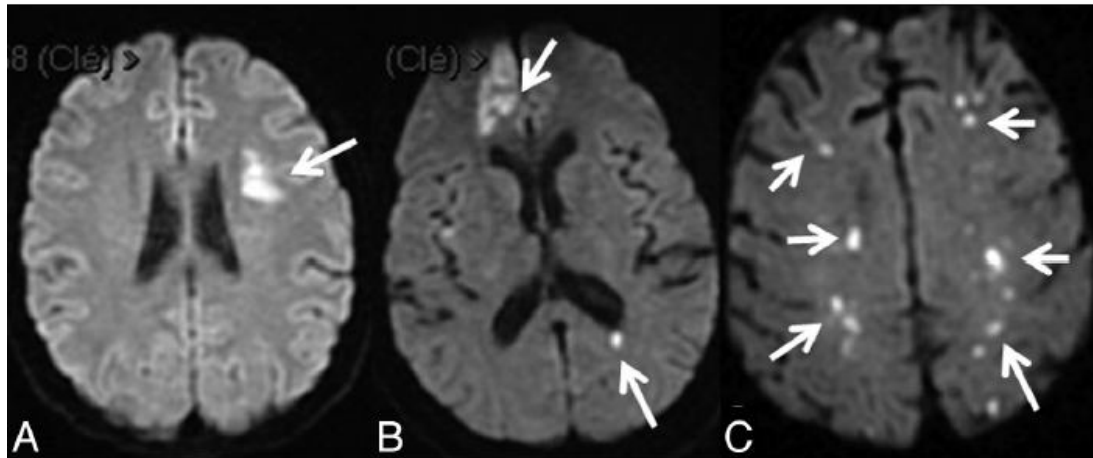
Acute ischemic lesions on DWI in 3 different patients. A, Pattern 1: single territorial infarct. B, Pattern 2: territorial and small cortical and/or subcortical infarcts. C, Pattern 3: small ischemia in the watershed territories.
